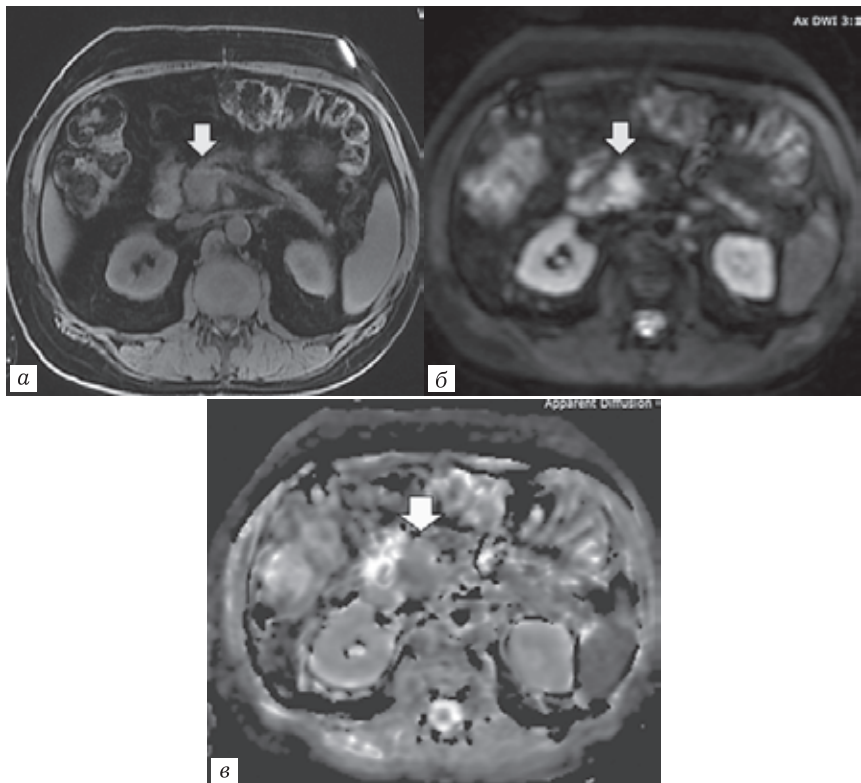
Магнитно-резонансные томограммы: *a* — T1-ВИ + FS, аксиальная проекция в нативную фазу. Очаг гипоинтенсивного МР-сигнала в головке поджелудочной железы соответствует опухоли (стрелка); *б* — DWI с b-фактором 1000, опухоль имеет повышенный МР-сигнал (стрелка); *в* — карта ADC. Ограничение диффузии в опухоли проявляется низким МР-сигналом (стрелка)
